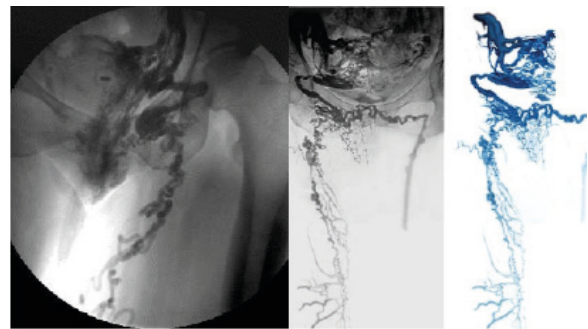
FDGI descendente con insuficiencia de vena gonadal izquierda y reperfusión de vena de ligamento redondo. Fuga pélvica inguinal en relación de várices en muslo y pierna. Gentileza Dr. Javier Leal Monedero.
